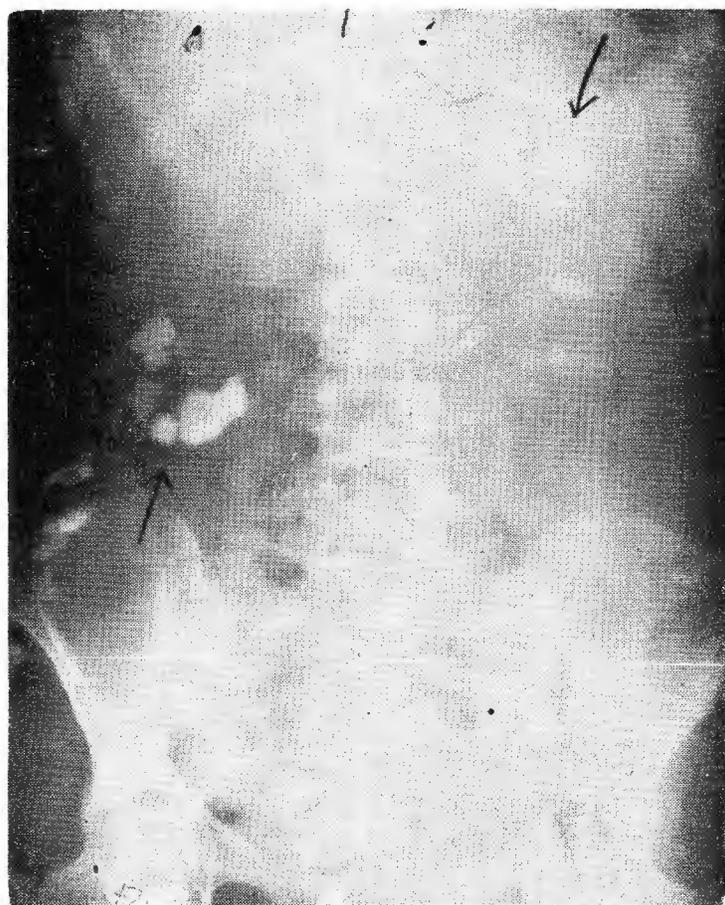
Litiasis renal bilateral, radiografía simple.
